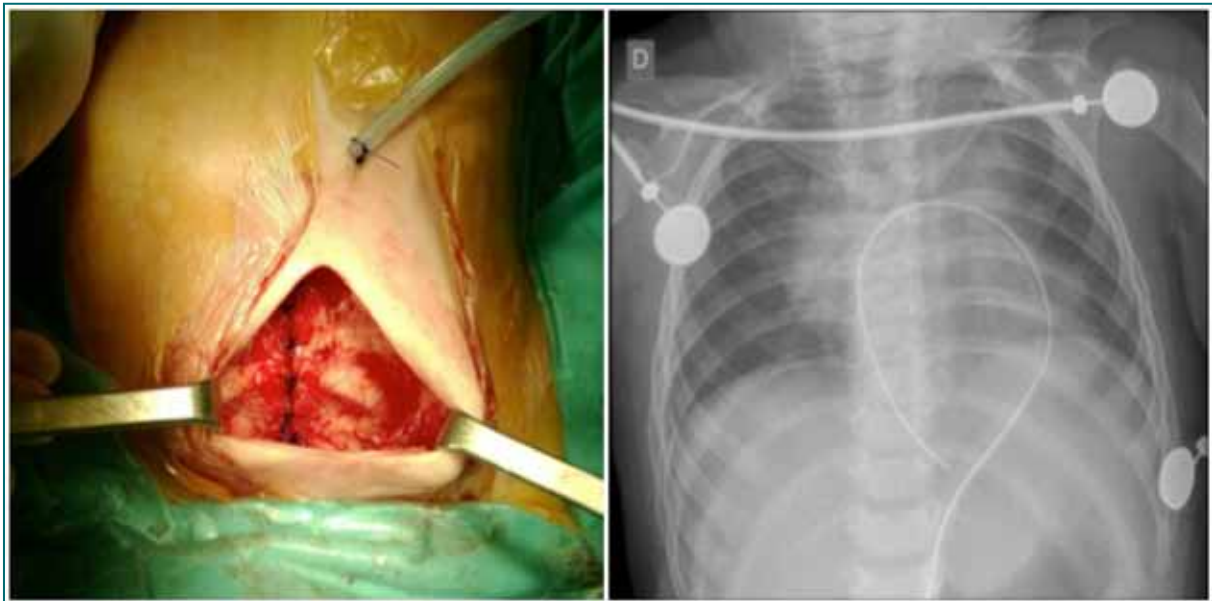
Reconstrucción esternal. Radiografía posoperatoria.
